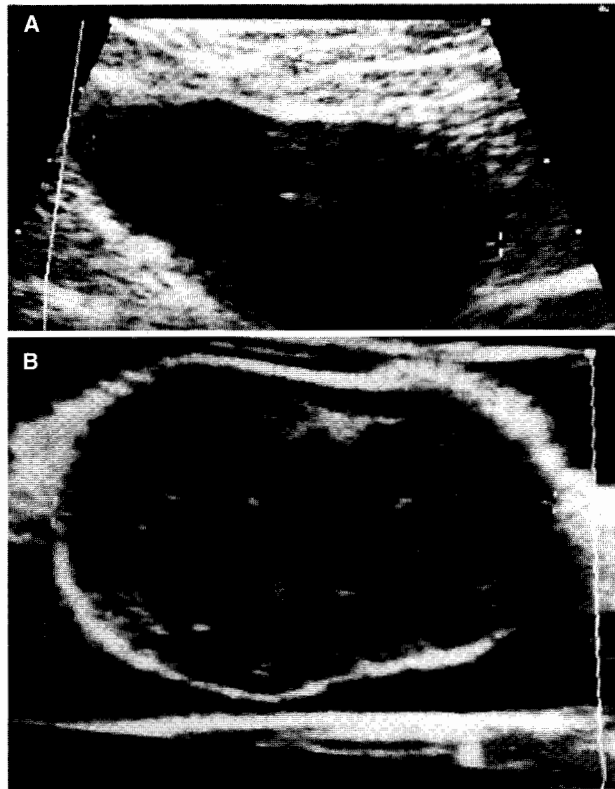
A: Ecografía del ganglio linfático intramamario metastásico demostrando una homogeneidad en su ecoestructura. B: Ecografía *in vitro* del mismo ganglio donde se observa una forma esférica y ausencia de la zona hilar (caso 4).
